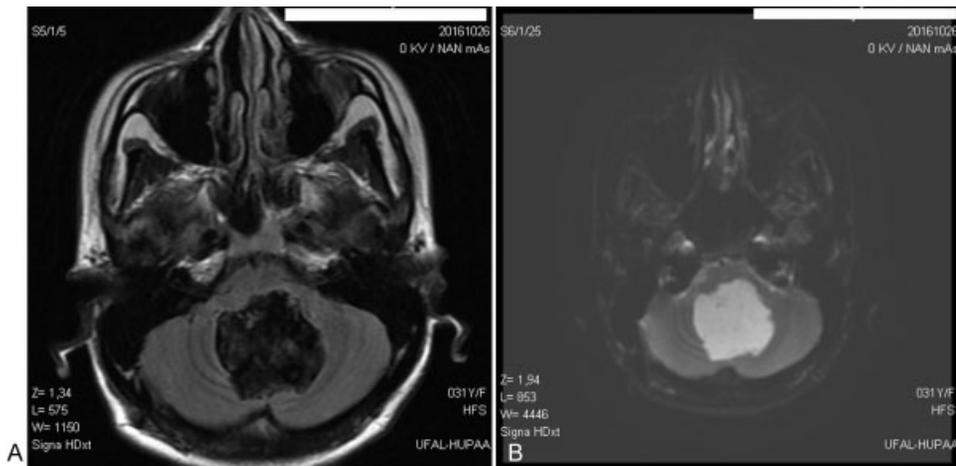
Ressonância magnética em corte axial. (A) Sinal heterogêneo no FLAIR. (B) Sinal hiperintenso na restrição, tornando o cisto epidermoide a principal hipótese diagnóstica.
